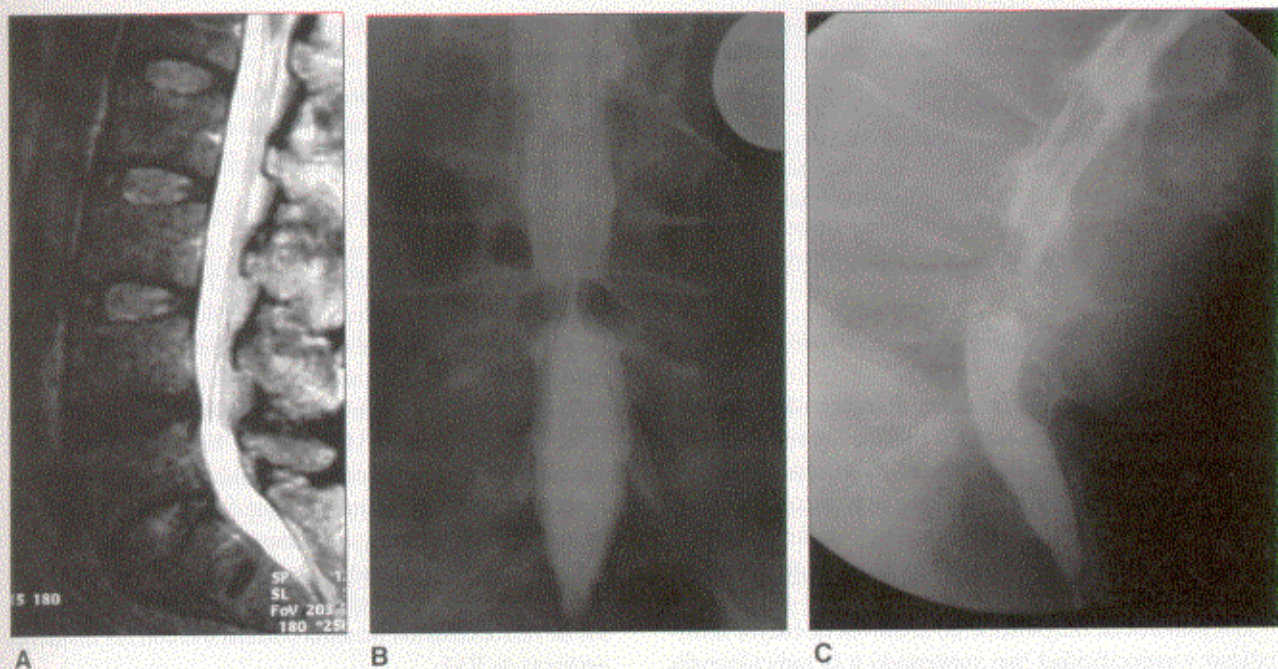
Paciente varón de 56 años que consultó por lumbalgia y ciática bilateral con claudicación de la marcha. A. Proyección sagital de RM con discopatía del cuarto espacio y estenosis mínima. B y C. La radiculografía muestra una compresión severa en el frente y en el perfil en máxima extensión.
